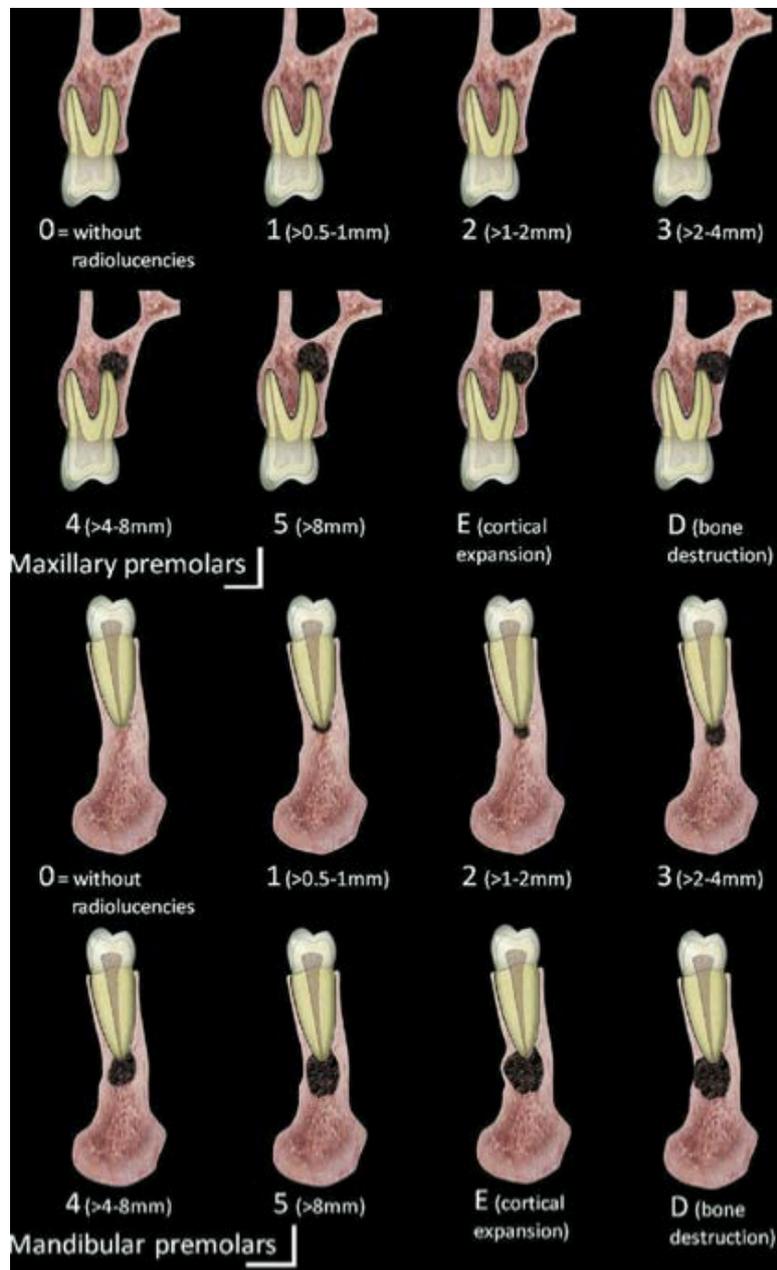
classification du CBCTPAI pour les prémolaires (35).
